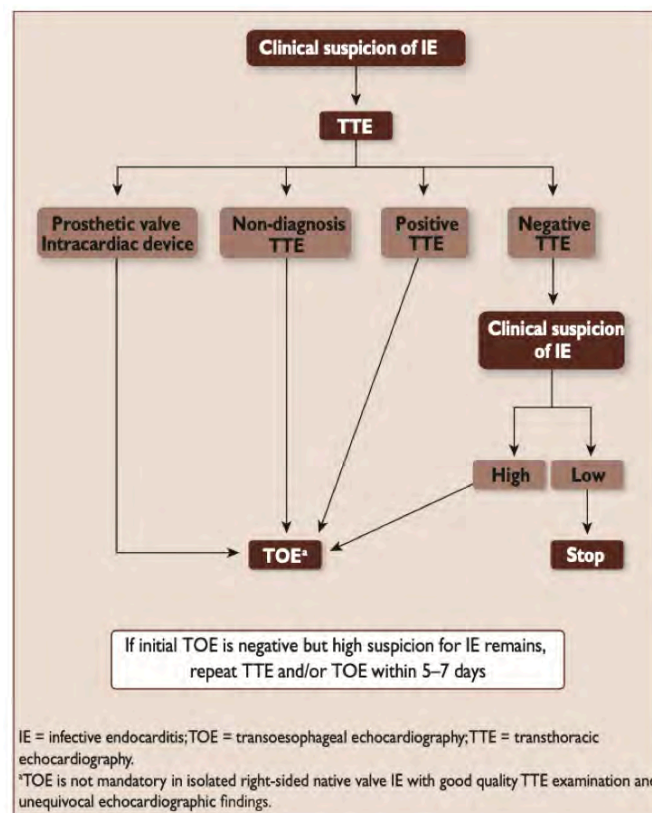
Arbre décisionnel pour la réalisation d'échocardiographie dans le diagnostic d'EI [2]
